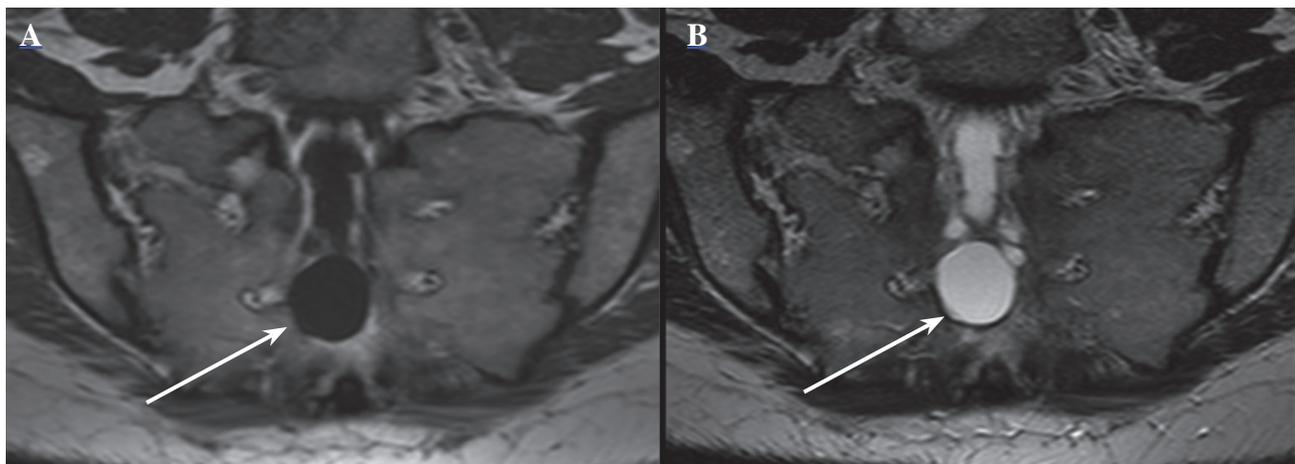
A. RM potenciada en T1. Lesión quística hipointensa que ocupa el canal sacro. B. RM potenciada en T2. La estructura quística aparece de alta señal (flechas).
